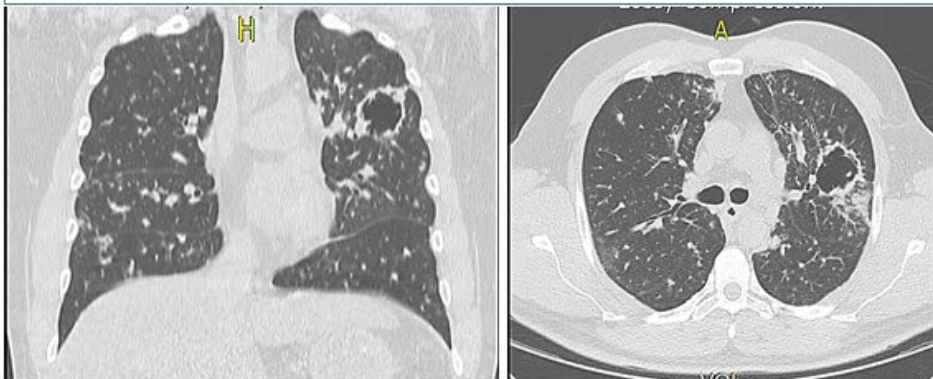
Tomografía de tórax alta resolución, En el segmento anterior de lóbulo superior izquierdo se identifica una lesión cavitada, con pared gruesa e irregular que mide aproximadamente 28 por 37 mm.
